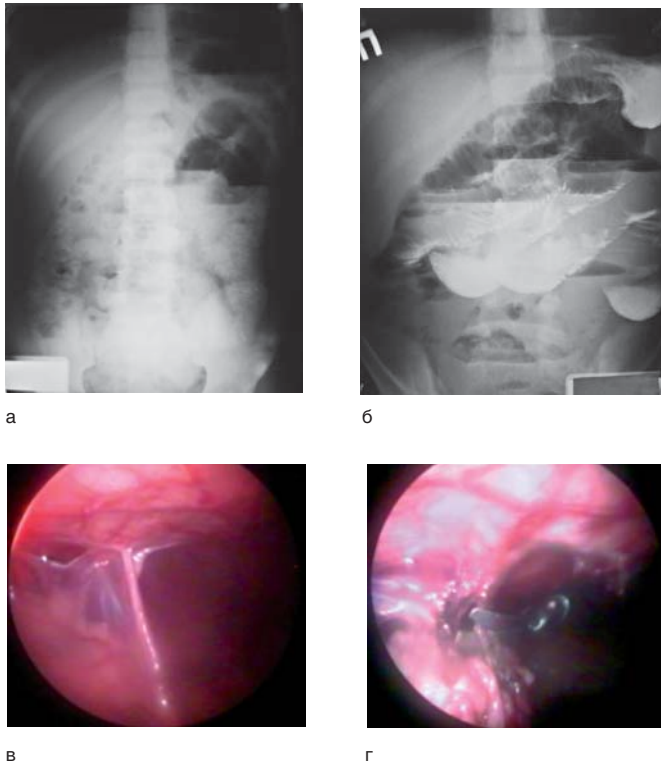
СББ: а — обзорная рентгенограмма органов брюшной полости; б — рентгеноконтрастное исследование ЖКТ в прямых проекциях; в — лапароскопическая картина; г — рассечение коагулированной спайки
